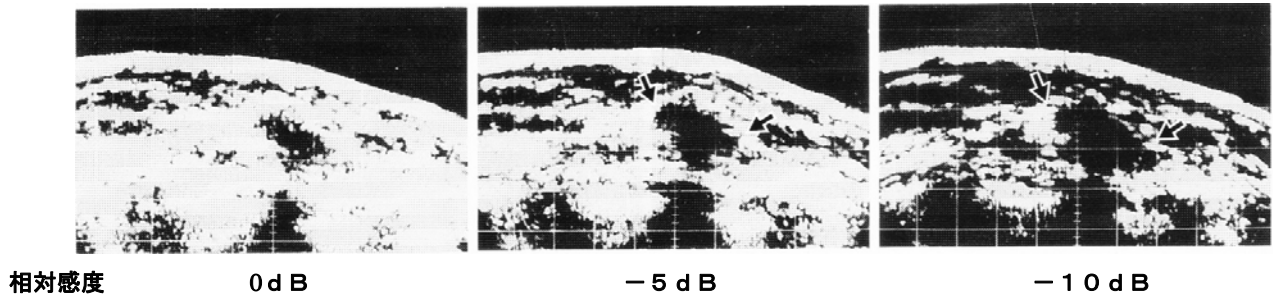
「感度断層法」による乳癌のエコーグラム：(↓)；h a l o
